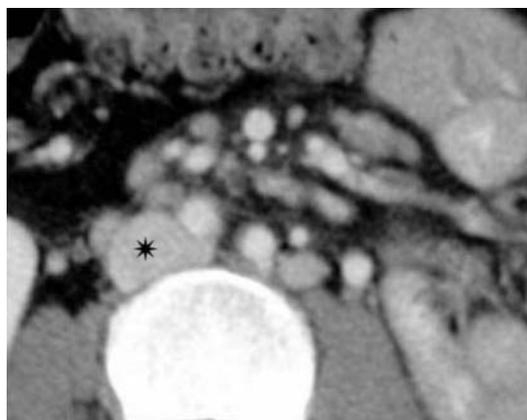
Tomografia computerizzata. Metastasi linfonodali retroperitoneali. Esiti di prostatectomia radicale. Linfonodi aumentati di volume sono riconoscibili a livello della radice del mesentere e in sede retroperitoneale interaorto-cavale e paracavale destra. A tale livello si localizza il linfonodo di maggiori dimensioni (asterisco)
